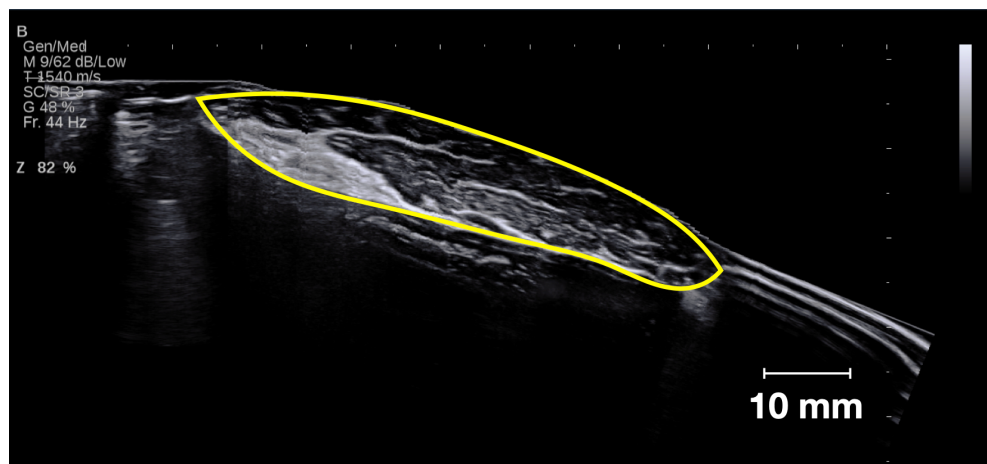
実験 1: 超音波 B モードによる代表的な筋横断画像
